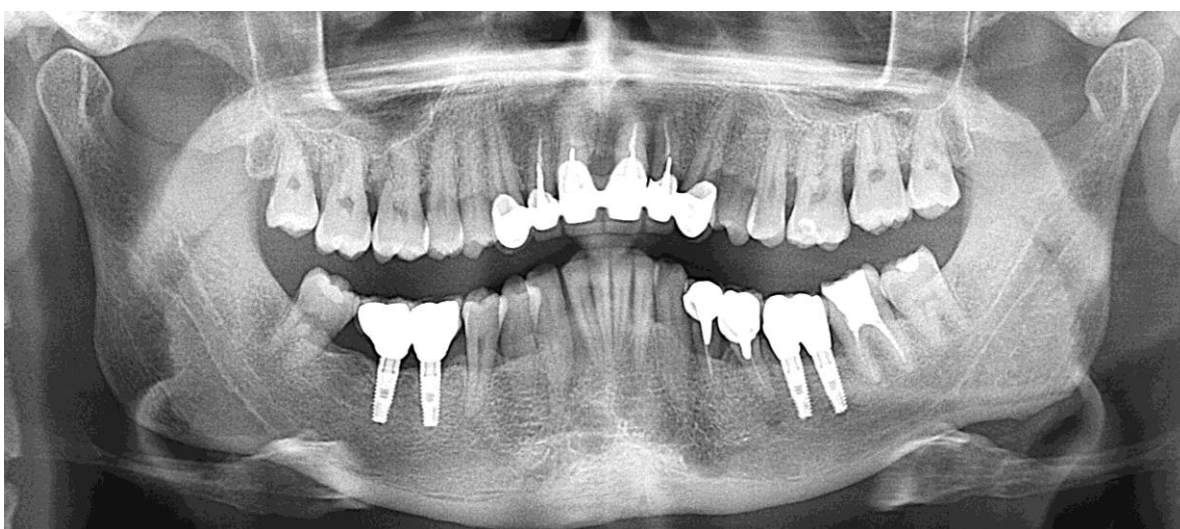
Ортопантомограма пац. Б. 1964 р.н. генералізований пародонтит обтяжений втратою 36, 46, 47 зубів. Дефекти зубних рядів нижньої щелепи в області 36, 46 та 47 зубів, заміщені штучними коронками з опорою на дентальні імплантати. 13, 12, 11, 21, 22, та 23 зуби зашиновані штучними коронками.
